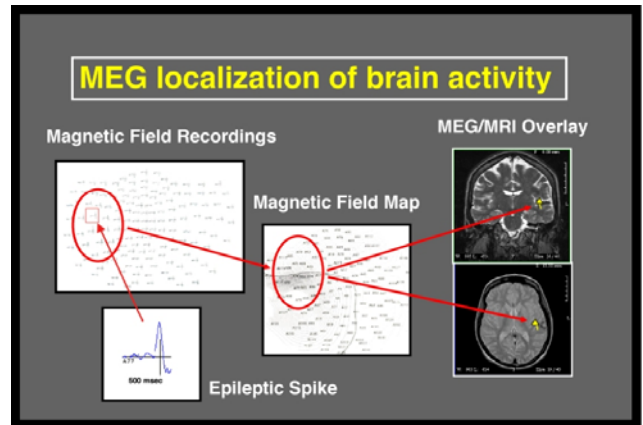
The sequence of steps to localize sources of neuronal activity from time-domain recordings to MRI overlay.
